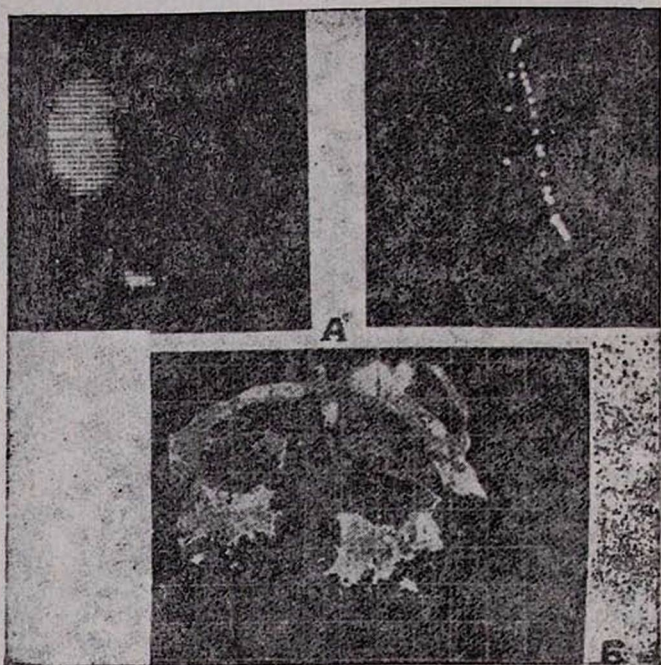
а) сцинтиграмма и гистограмма, б) эхоренограмма 6-го М.
